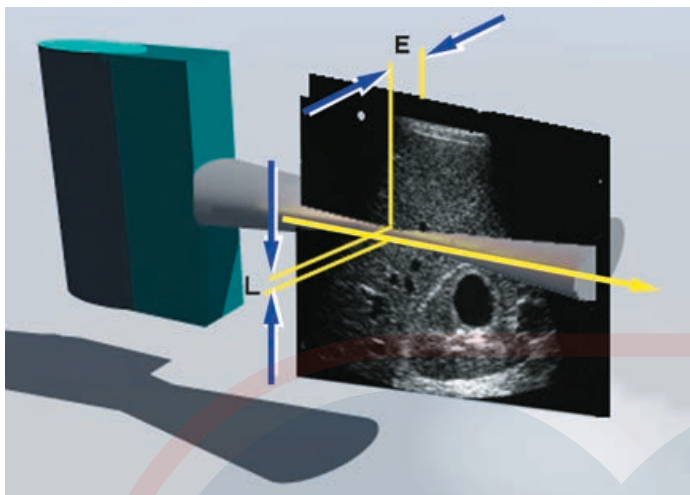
Resolución lateral y de elevación. La resolución en los planos perpendiculares al eje del haz es un importante determinante de la calidad de la imagen. La resolución lateral (L) es la resolución en el plano perpendicular al haz y paralelo al transductor, y está determinada por el ancho del haz del ultrasonido. La resolución lateral se controla enfocando el haz, por lo general por fase electrónica, para alterar el ancho del haz a una profundidad de interés seleccionada. El acimut, o resolución de elevación (E), está determinado por el espesor de corte en el plano perpendicular al haz y al transductor. La resolución de elevación es controlada por la construcción del transductor. La resolución lateral y la resolución de elevación son menores que la resolución axial.
